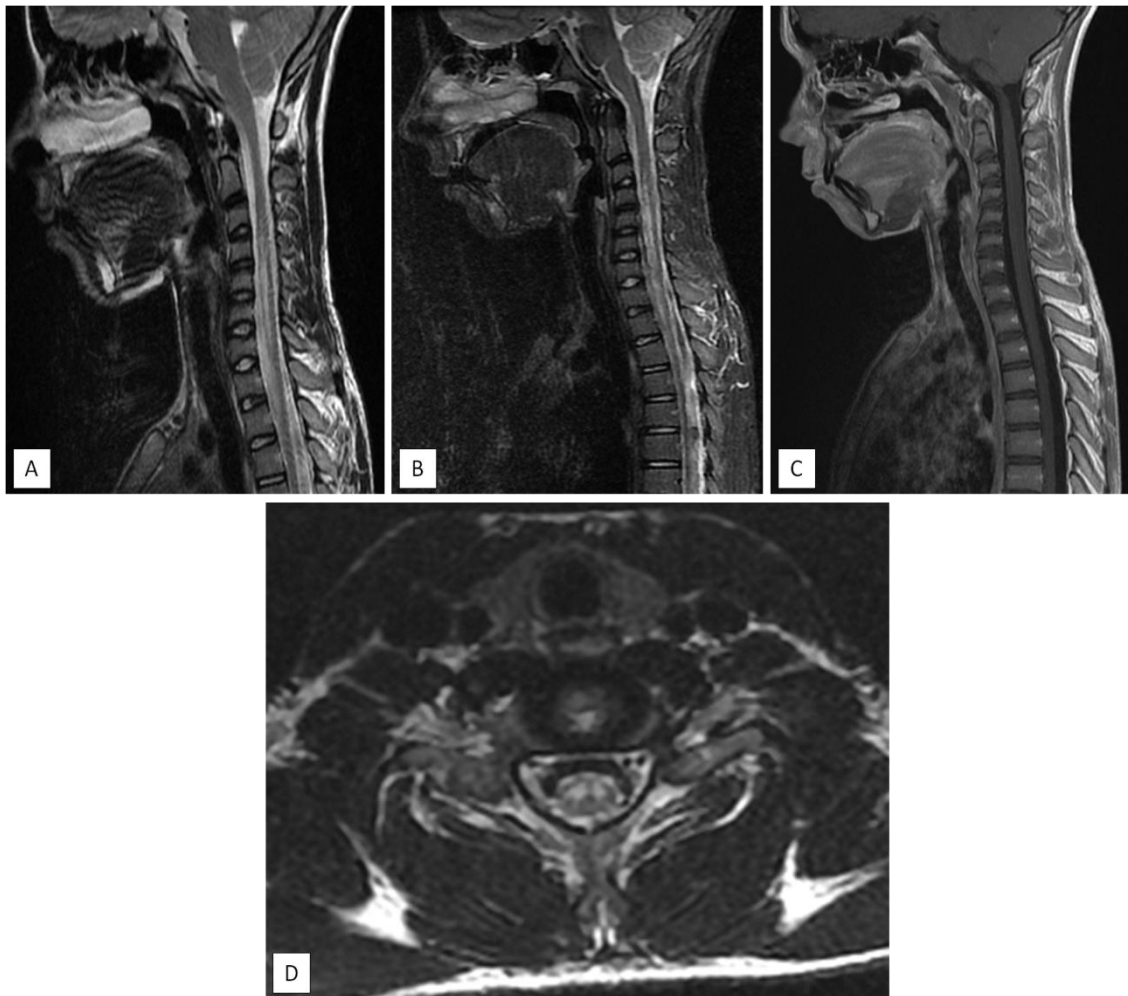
L'IRM du rachis total montre la présence d'un hypersignal T2 (coupe sagittale : A) et STIR (coupe sagittale : B) des cordons antérieurs de la moelle étendue depuis C4 jusqu'à D2 sans prise de contraste après injection (coupe sagittale : C) donnant un aspect en yeux de Hibou (coupe axiale : D) dépassant 5 mm.
